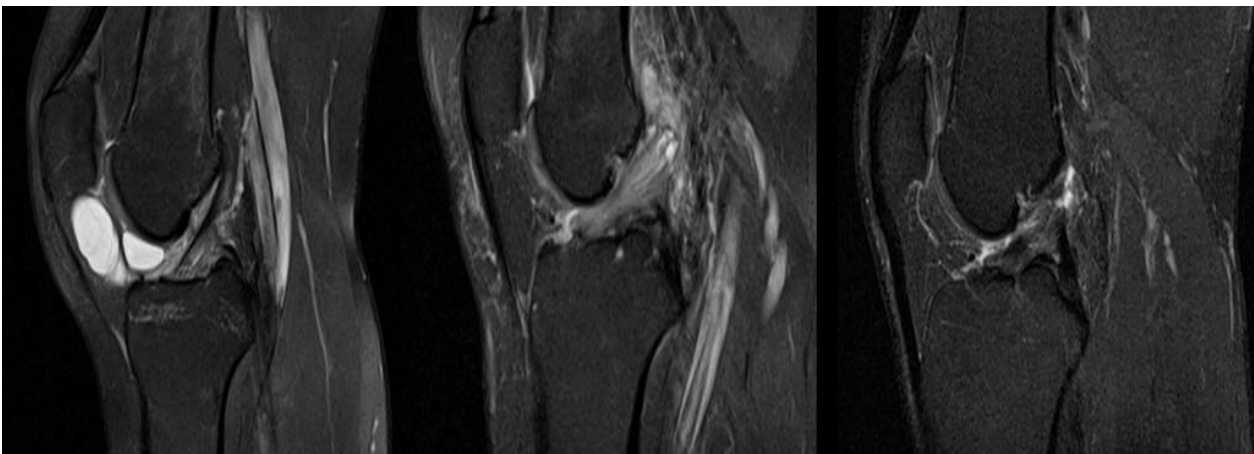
Приклади зображень коронального розрізу МРТ з набору даних KneeMRI
